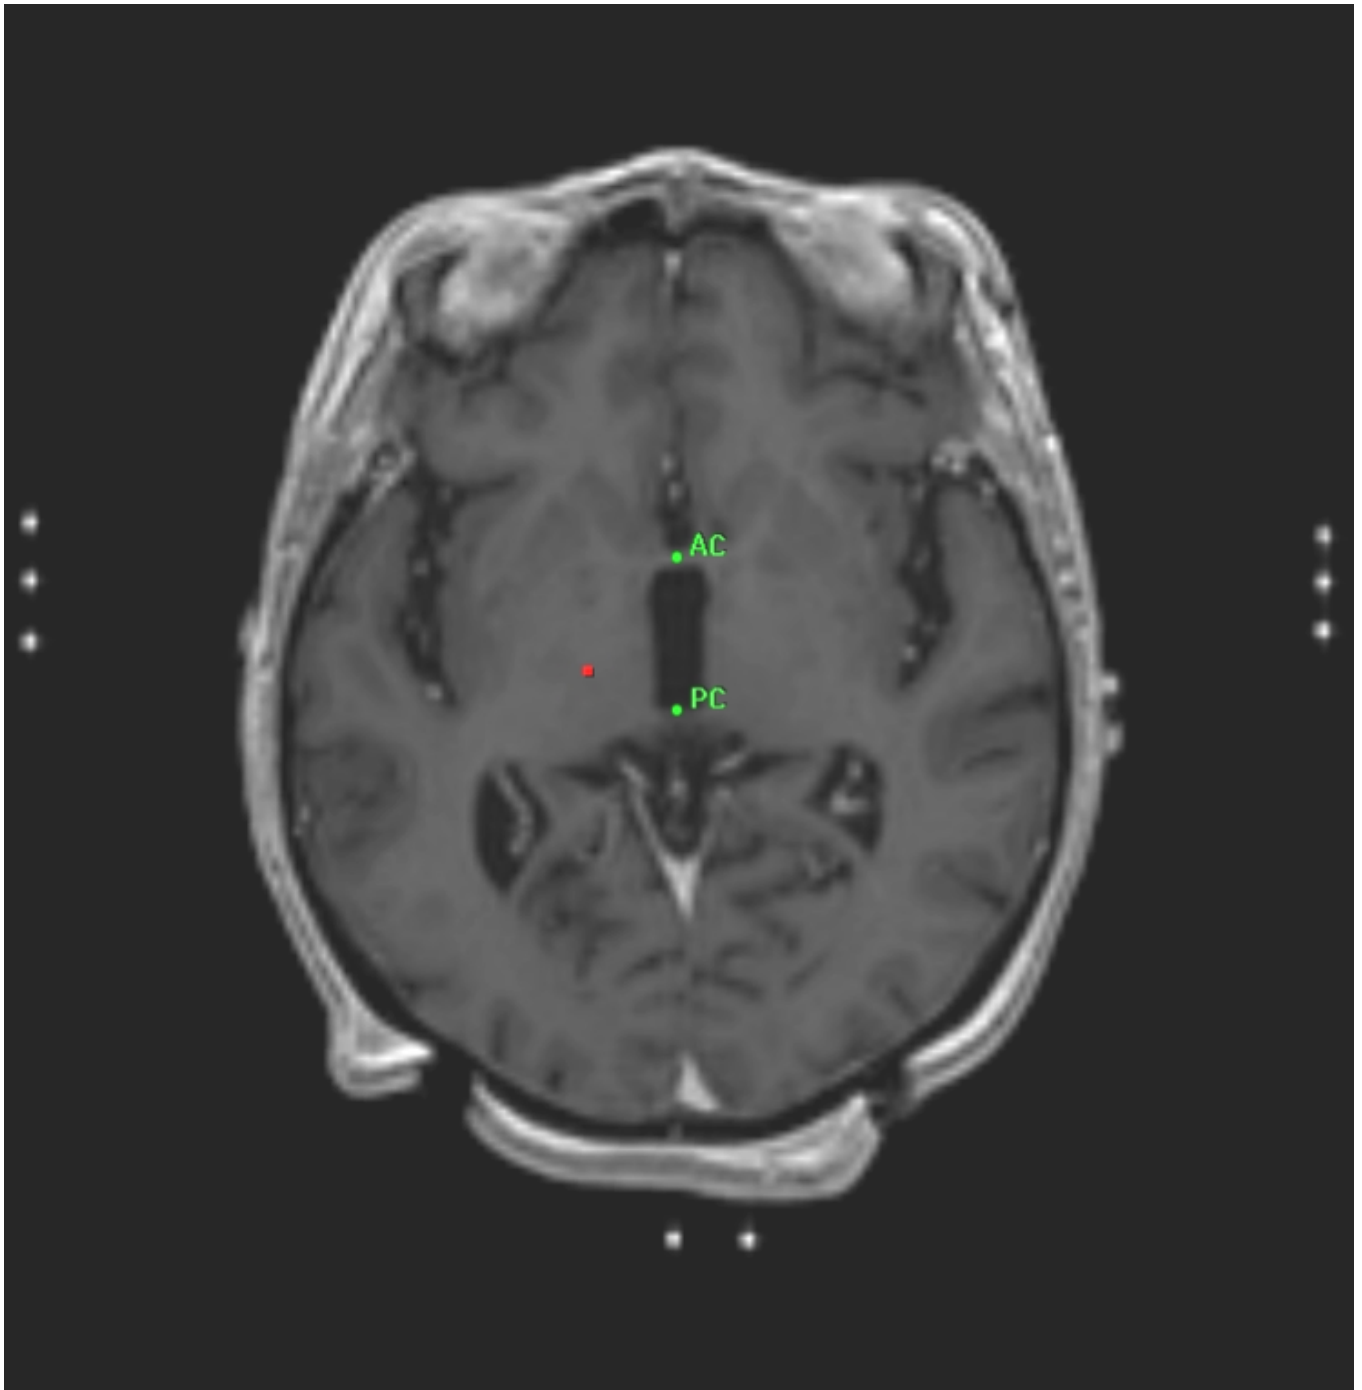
Repérage du Vim à partir de l'IRM. (A) IRM en coupe sagittale : séquence ventriculographique utile pour un repérage optimal des points de références intracérébraux CA et CP (CA, commissure antérieure, CP, commissure postérieure) et du plan sagittal médian ;
